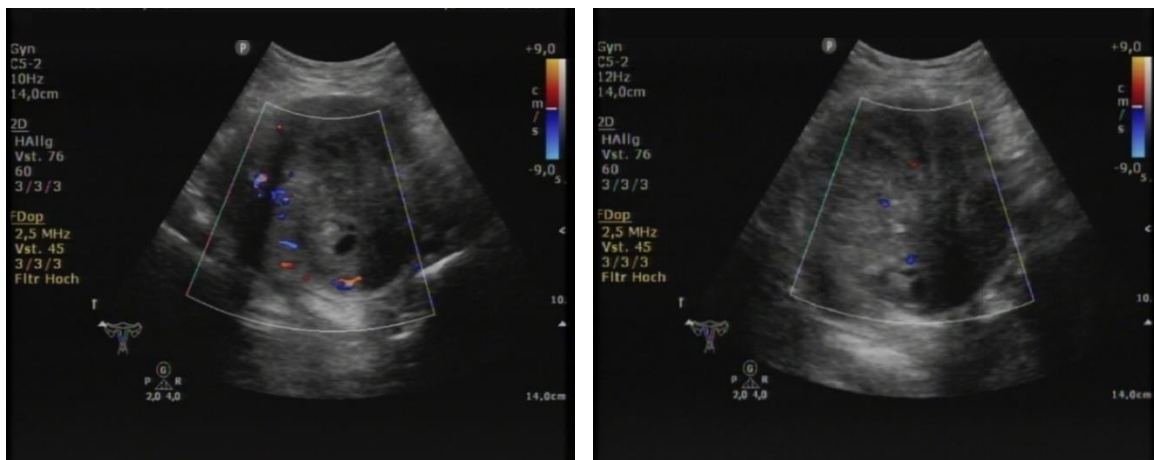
Sonographiebilder eines Leiomyosarkoms mit echoleeren Bezirken (links); die Gefäßversorgung war zentral und peripher gleichermaßen ausgeprägt (links und rechts)
